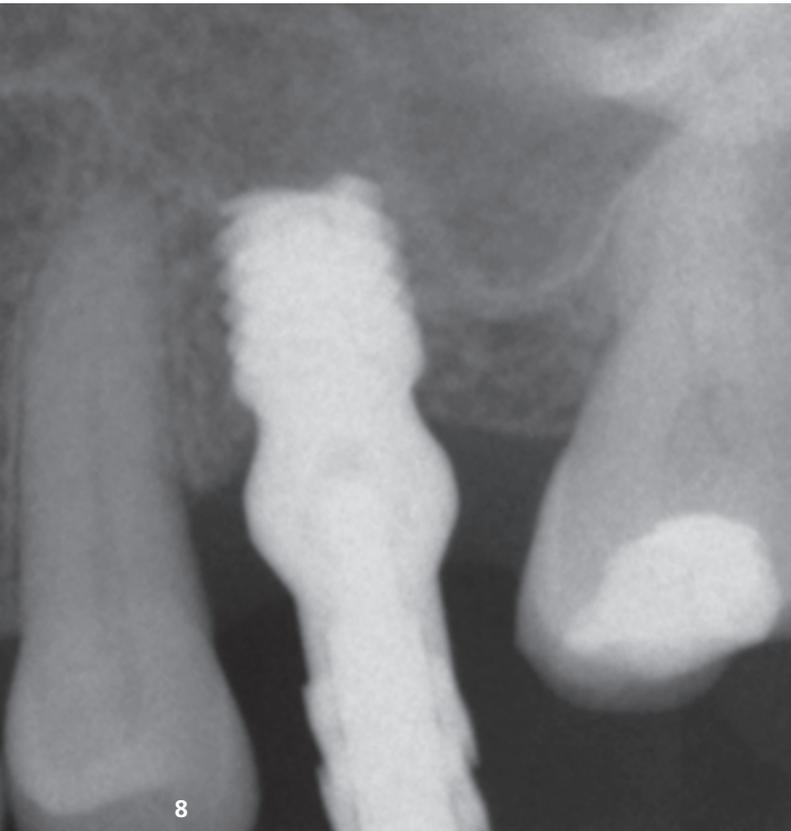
Abformung des Implantats mit dem Abutment (mit zusätzlichem Aufbau), um eine bessere Anpassung des Weichgewebes an das Austrittsprofil der späteren Krone zu erreichen. – Abb. 9: Röntgenbild zwei Jahre nach Eingliederung der definitiven Krone. Deutlich ist das stabile Ergebnis zu erkennen.
